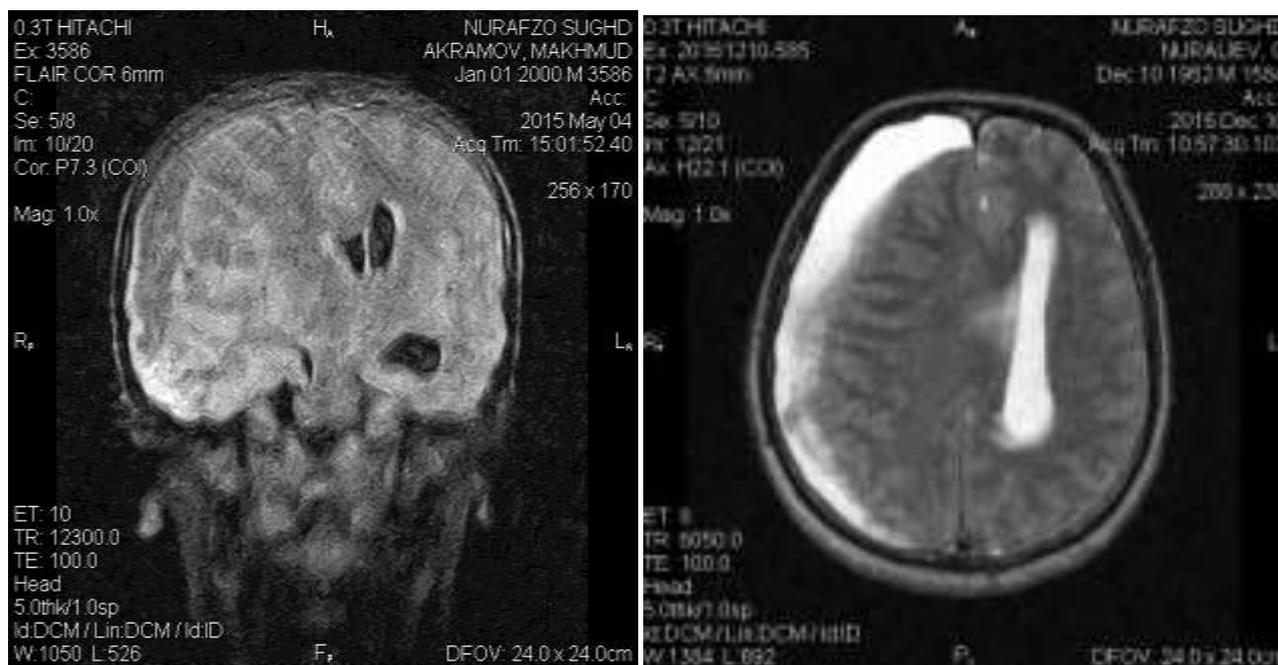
МРТ. На фронтальном и аксиальном срезе справа отмечается эпидуральная гематома гемисферы мозга. Латеральная дислокация срединных структур влево
